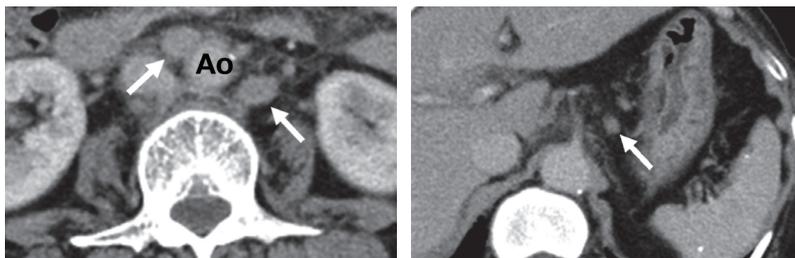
胸腹部造影 CT 検査 (腹腔レベル).
